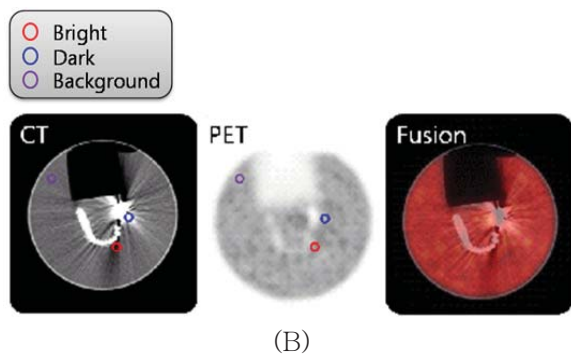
An analyzed CT and AC PET images. ROI of the patient (A), ROI of the phantom(B).
